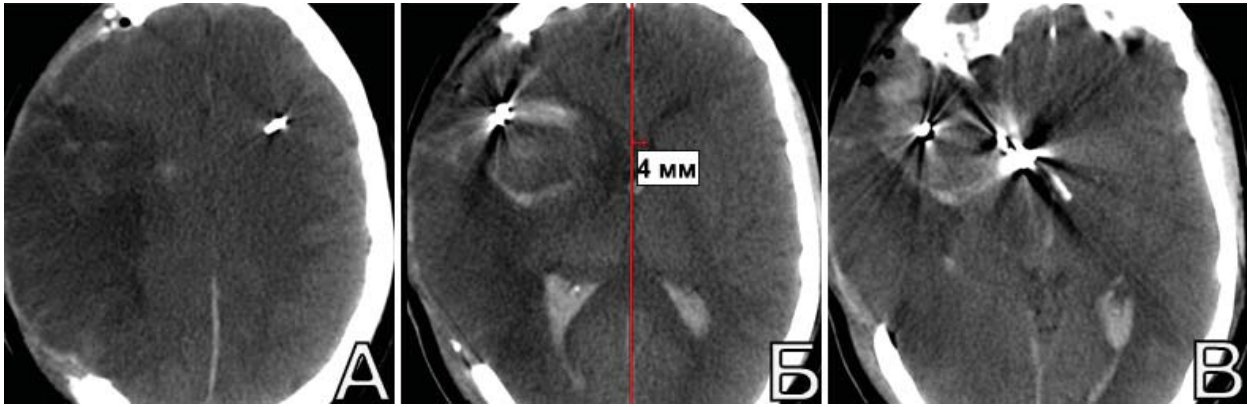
Пациентка П-ва, 33 лет. КТ головы на третьи сутки после ДТЧ. А. определяется ишемия в конвекситальных отделах правого полушария вследствие вазоспазма и тромбоза ВШ; Б. ЛД уменьшилась до 4 мм; В. область треппинга аневризмы в базальных отделах мозга
